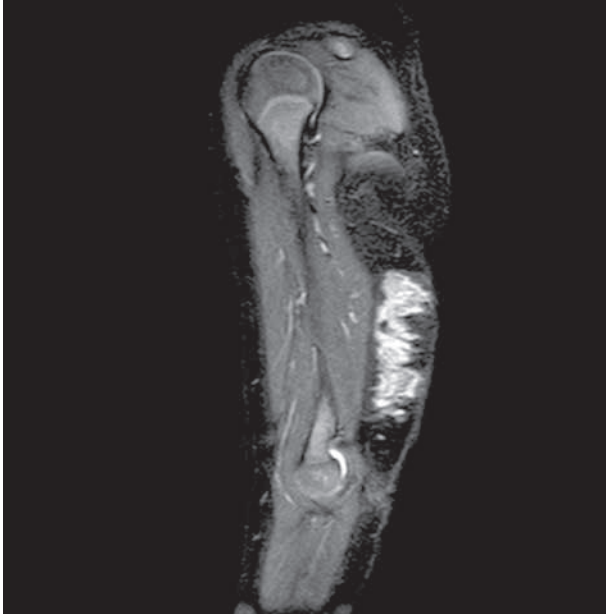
Aspecto de la RM, corte sagital, T1: lesión polilobulada/nodulillar, de márgenes mal definidos, que se relacionaba con el plano cutáneo y se apoyaba sobre la fascia aunque no presentaba realce de la misma ni aparente infiltración de esta o de los planos musculares.
